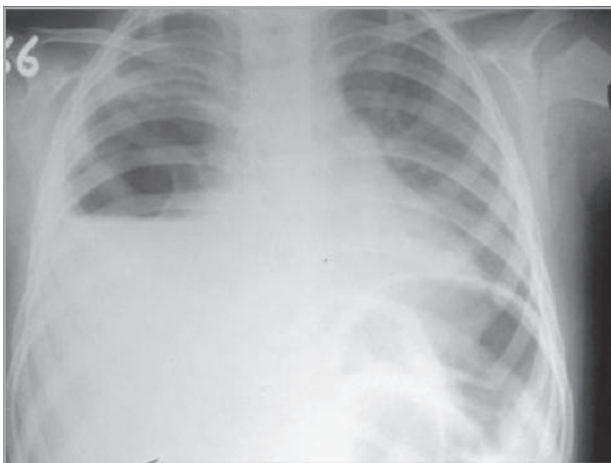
Radiografía de tórax AP al ingreso, donde se observa imagen aérea de aspecto quístico asociado a efusión pleural ipsilateral.
